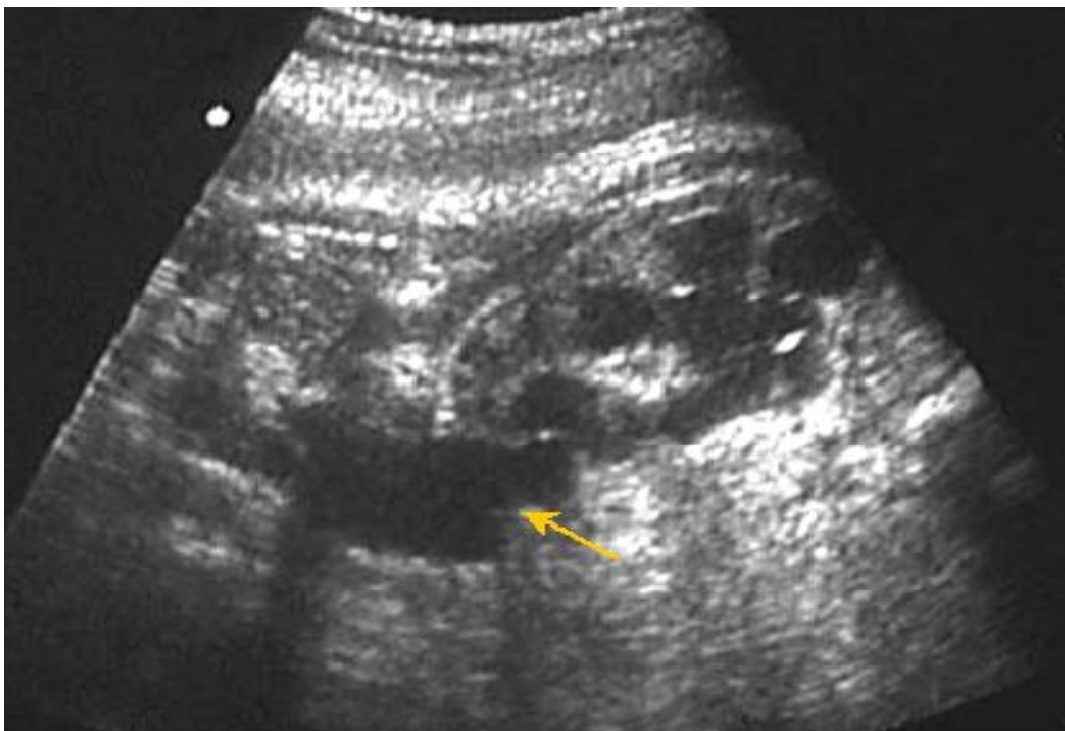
Coupe échographique longitudinale prénatale d'un fœtus de 32SA montre une dilatation urétéro-pyélo-calicielle avec petites images liquidiennes en chapelet correspondant à l'uretère dilaté tortueux. (37)
